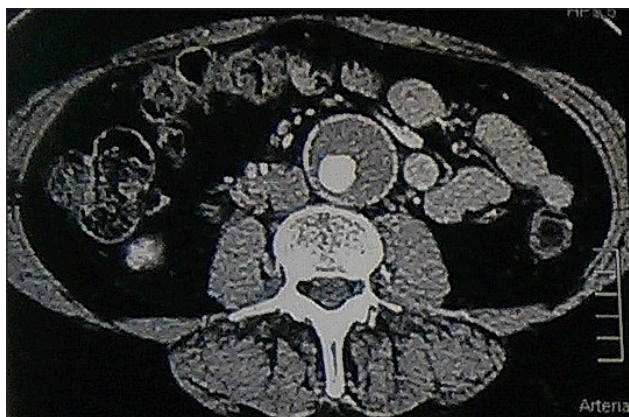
МСКТ-ангиография больной П., 56 лет
